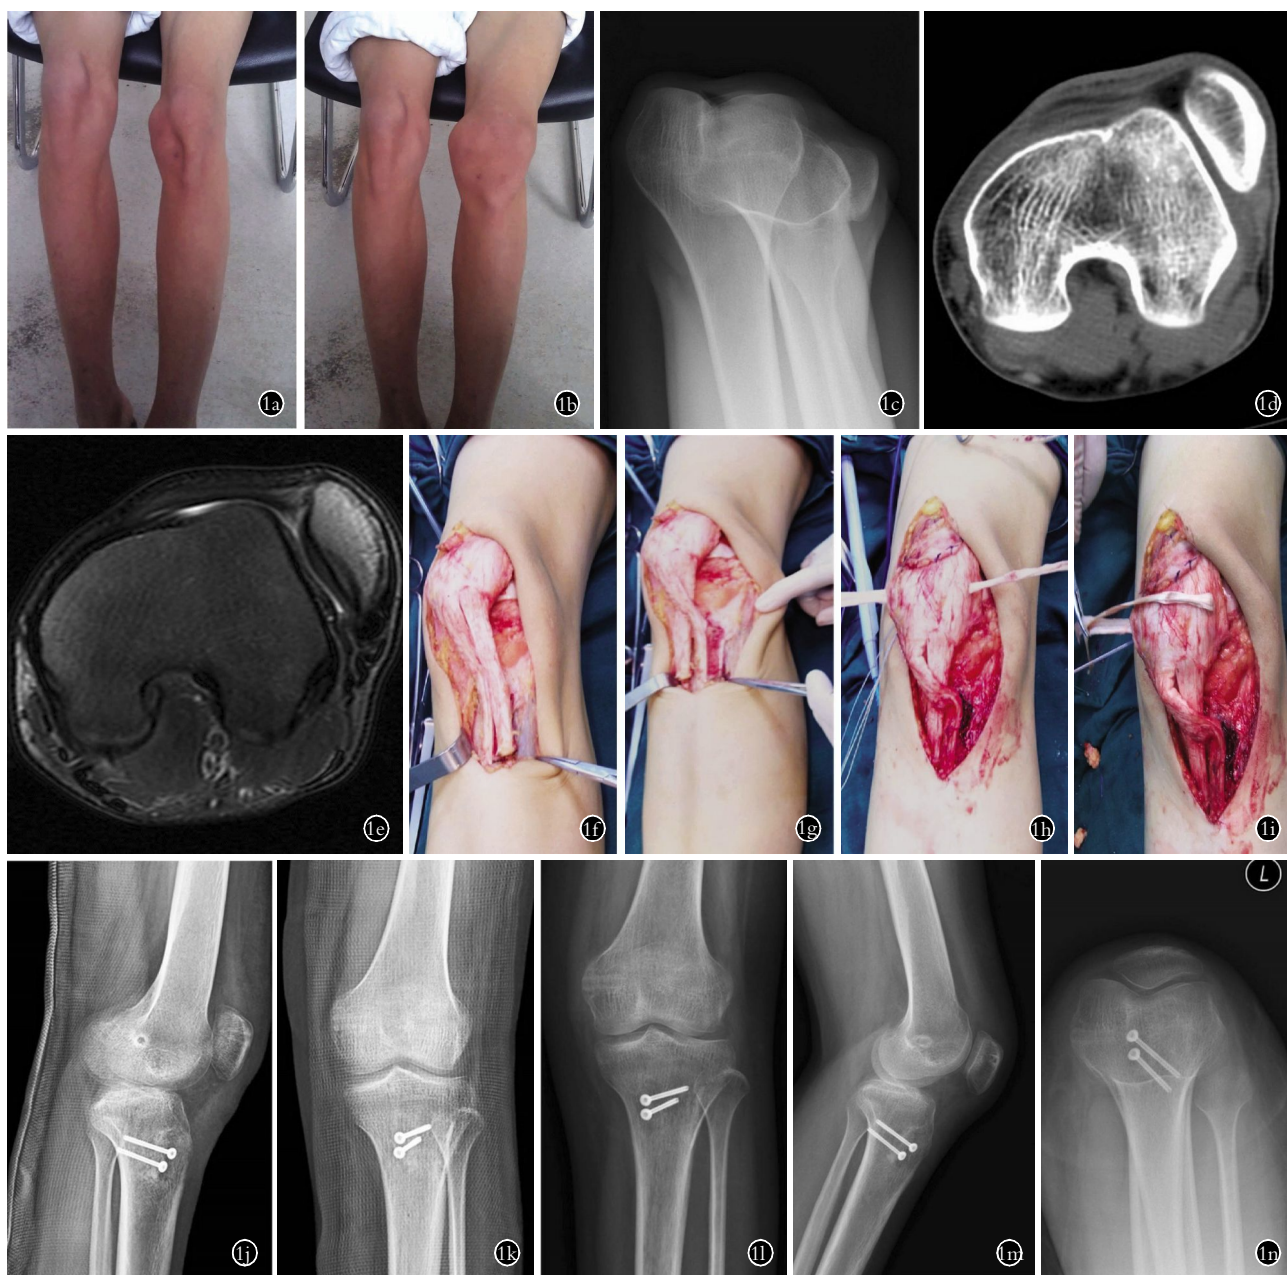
男性患者, 17 岁, 髌骨脱位 1a, 1b. 术前脱位外观 1c. 术前 X 线片 1d. 术前 CT 1e. 术前 MRI 1f. 术中纵切髌韧带 1g. 髌韧带止点内移 1h. 髌骨钻孔, 异体肌腱横穿 1i. 反折异体肌腱编织双腿 1j. 术后侧位 X 线片 1k. 术后正位 X 线片 1l. 术后 1 年正位 X 线片 1m. 术后 1 年侧位 X 线片 1n. 术后 1 年轴位 X 线片
